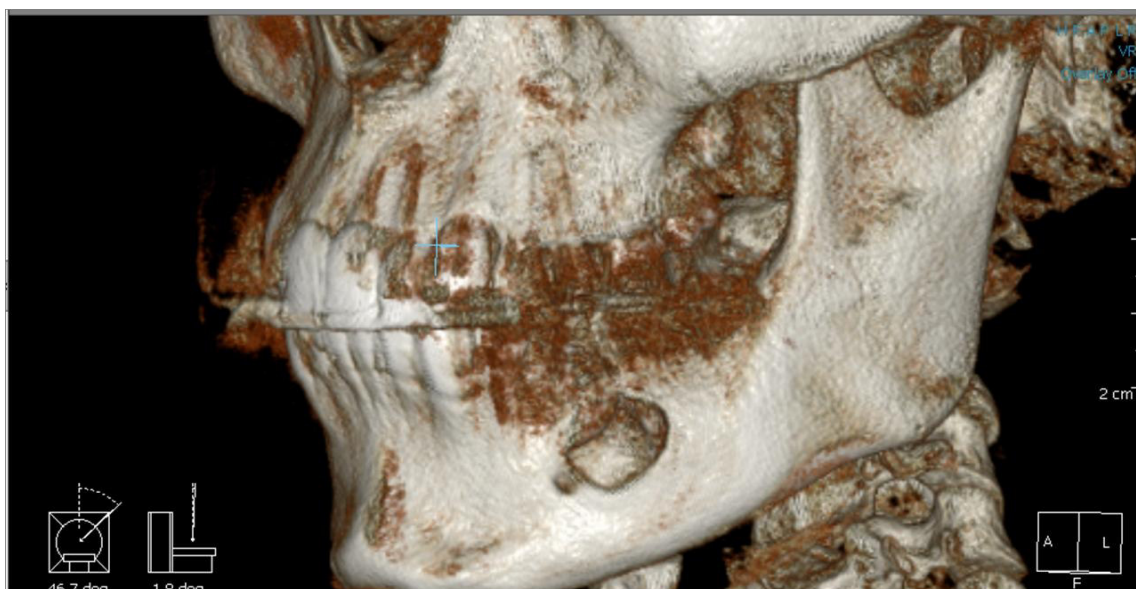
Tomografía Cone Bean inicial observándose la perforación de la cortical vestibular.
